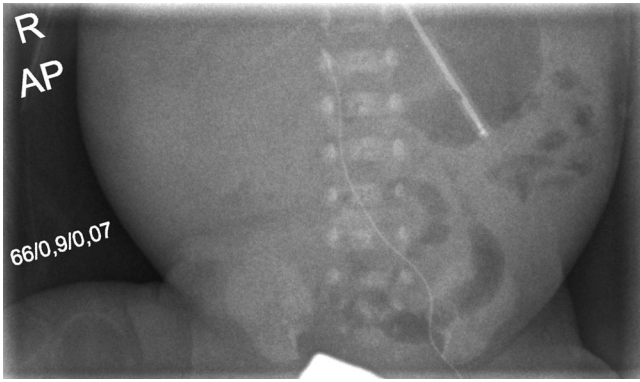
◀ Fehllage und atypischer, gestauchter Verlauf eines von der unteren Extremität eingebrachten PICC (Patient 3). Der auffällige Katheterverlauf führte zu der sonographischen Untersuchung, in welcher eine Thrombose der V. cava inferior dargestellt wurde
